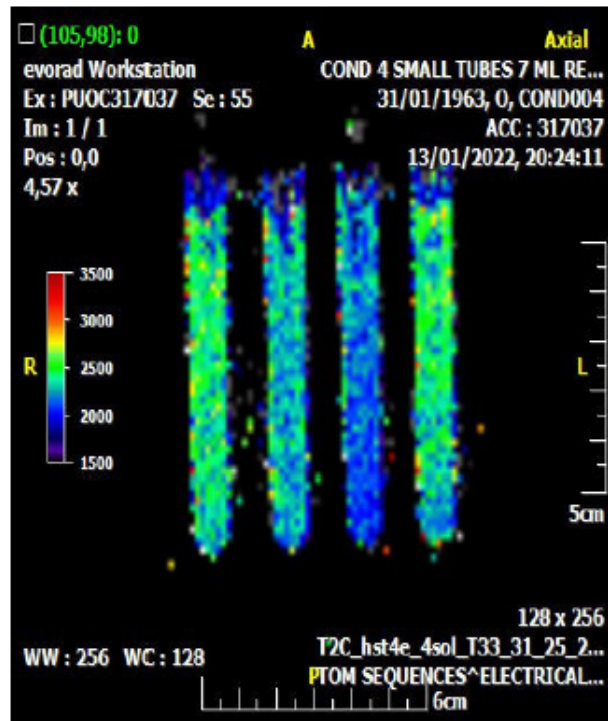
Οι MRI εικόνες του πρώτου μέρους στην εγκάρσια, οβελιαία και στεφανιαία τομή των τεσσάρων διαλυμάτων.
